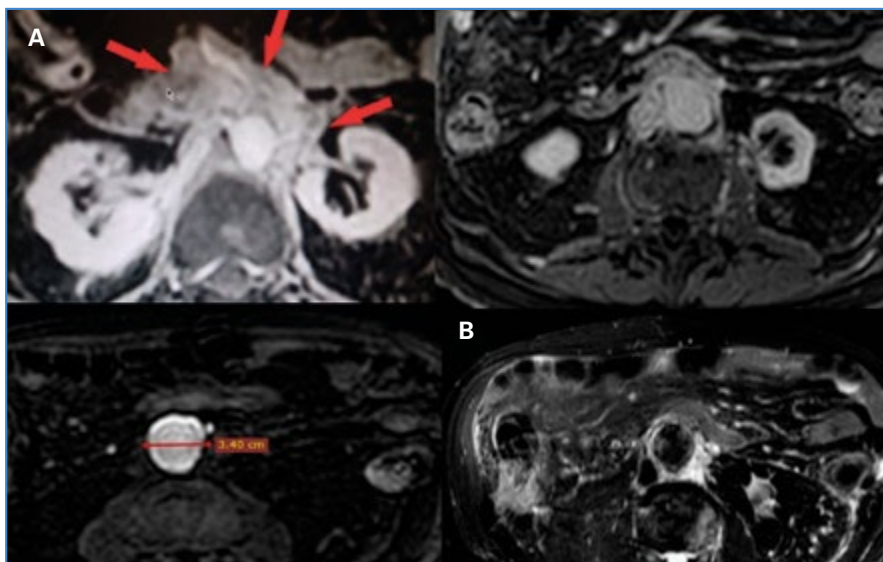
RM con gadolinio. A. Secuencia T1. Tejido con realce periaórtico, diámetro aórtico abdominal máximo de 34 mm. B. Secuencia T2. Tejido periaórtico hiperintenso.
